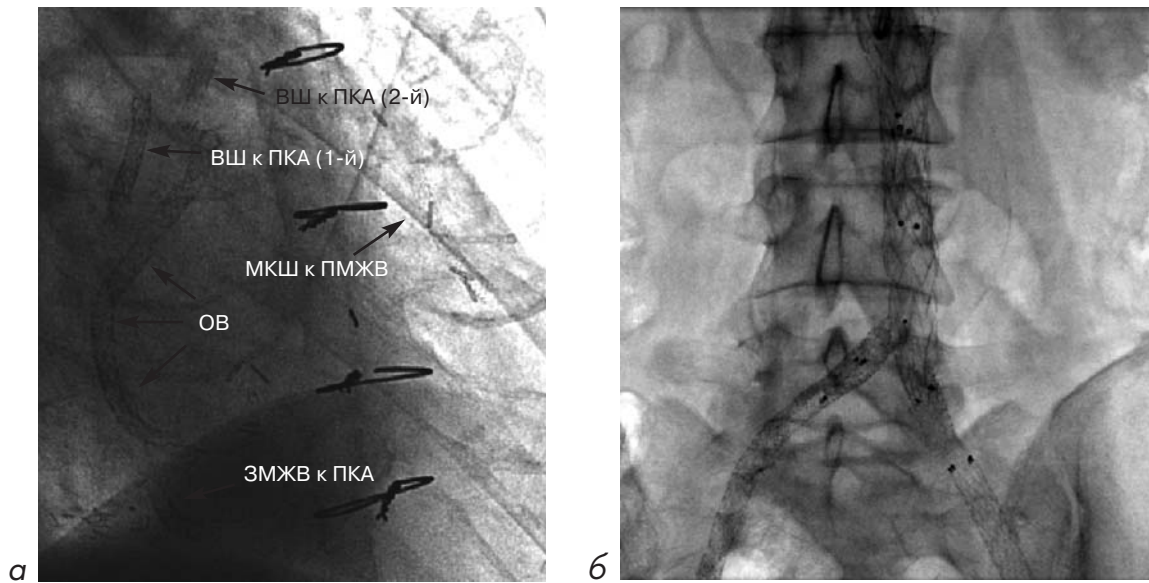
Рентгеноскопическое изображение стентированных сегментов:
